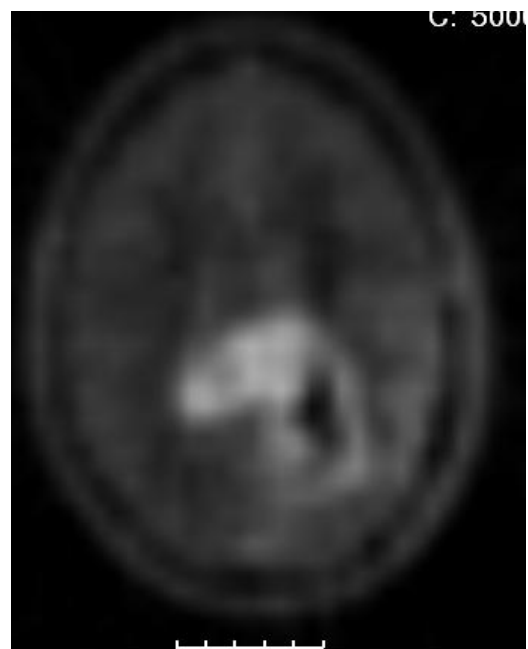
großer hyperintenser Herd im PET-CT
